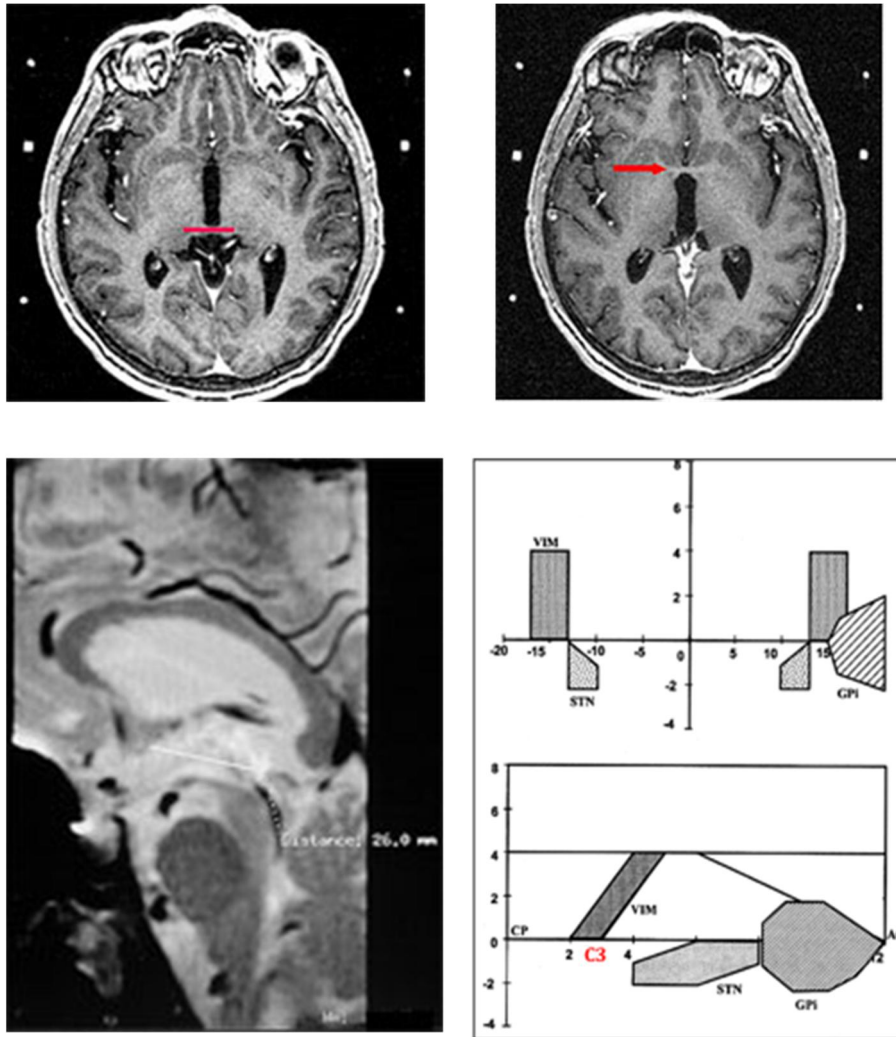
les commissures antérieures et postérieures sont représentées sur les deux coupes axiales d'IRM T1 gadolinium par une flèche rouge, et la distance CA-CP est représentée par un trait blanc sur la coupe sagittale. En bas à droite se trouve le parallélogramme de Guiot permettant le repérage des différentes cibles de la chirurgie.
